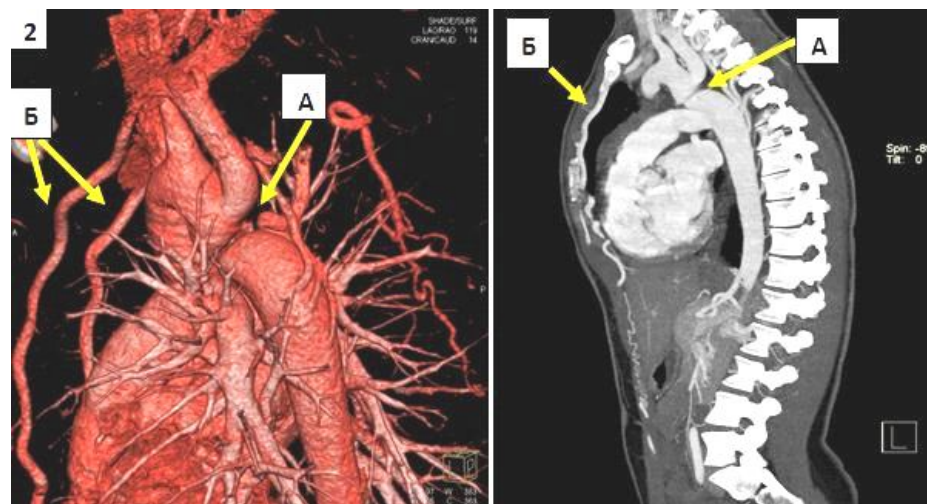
Скани МСКТ грудного та черевного відділів аорти у хворого М., 1993 р.н. (з контрастуванням) – пояснення в тексті
